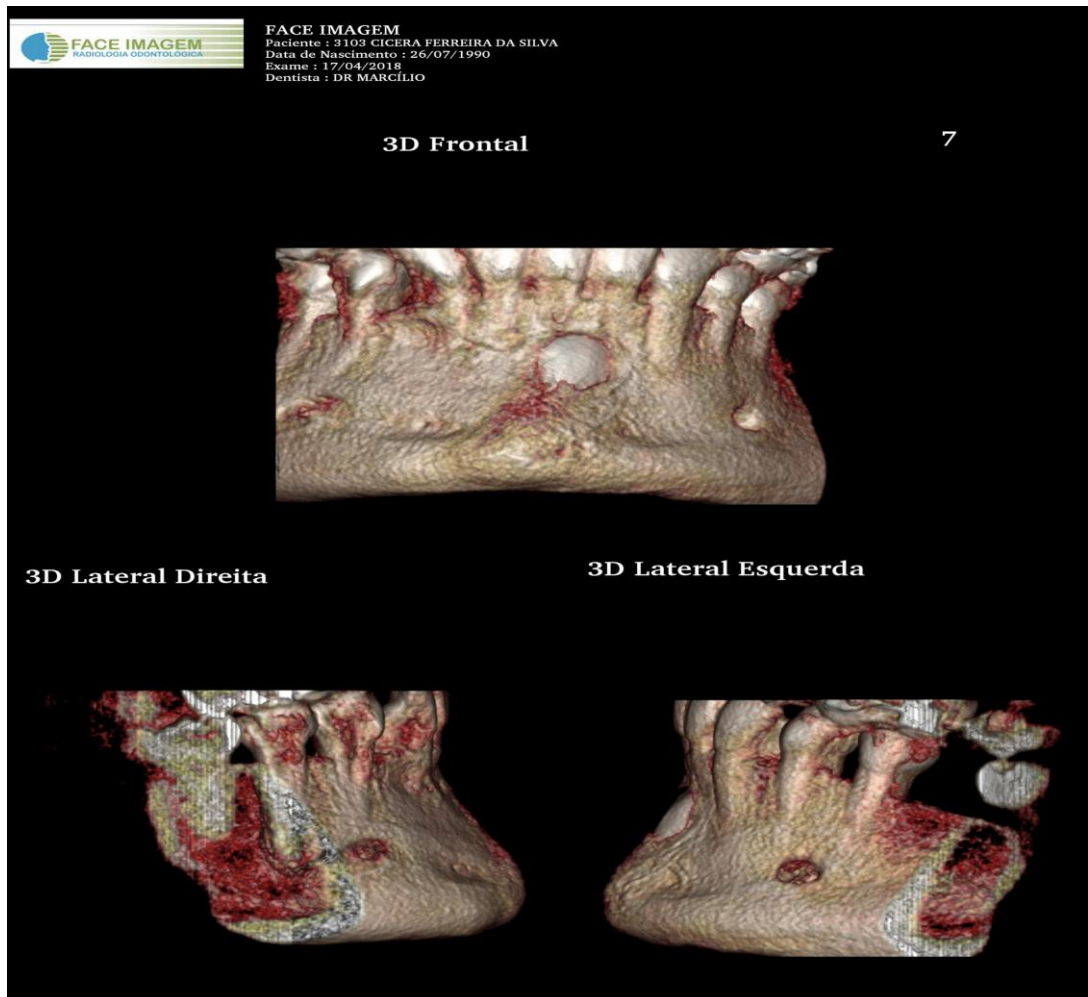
Tomografia - caso II
